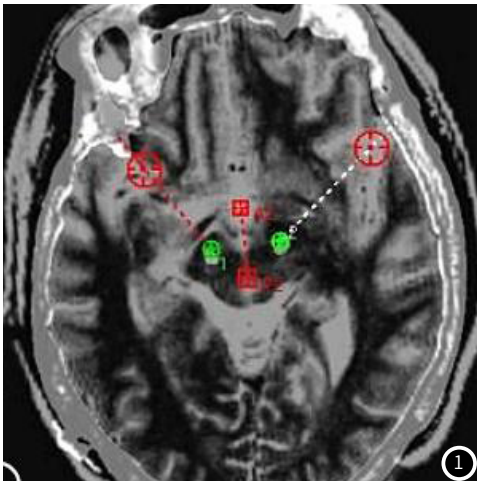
CT和MRI通过融合图像技术计算植入电极空间坐标X轴方向。图2 CT和MRI通过融合图像技术计算植入电极空间坐标Y轴方向。
